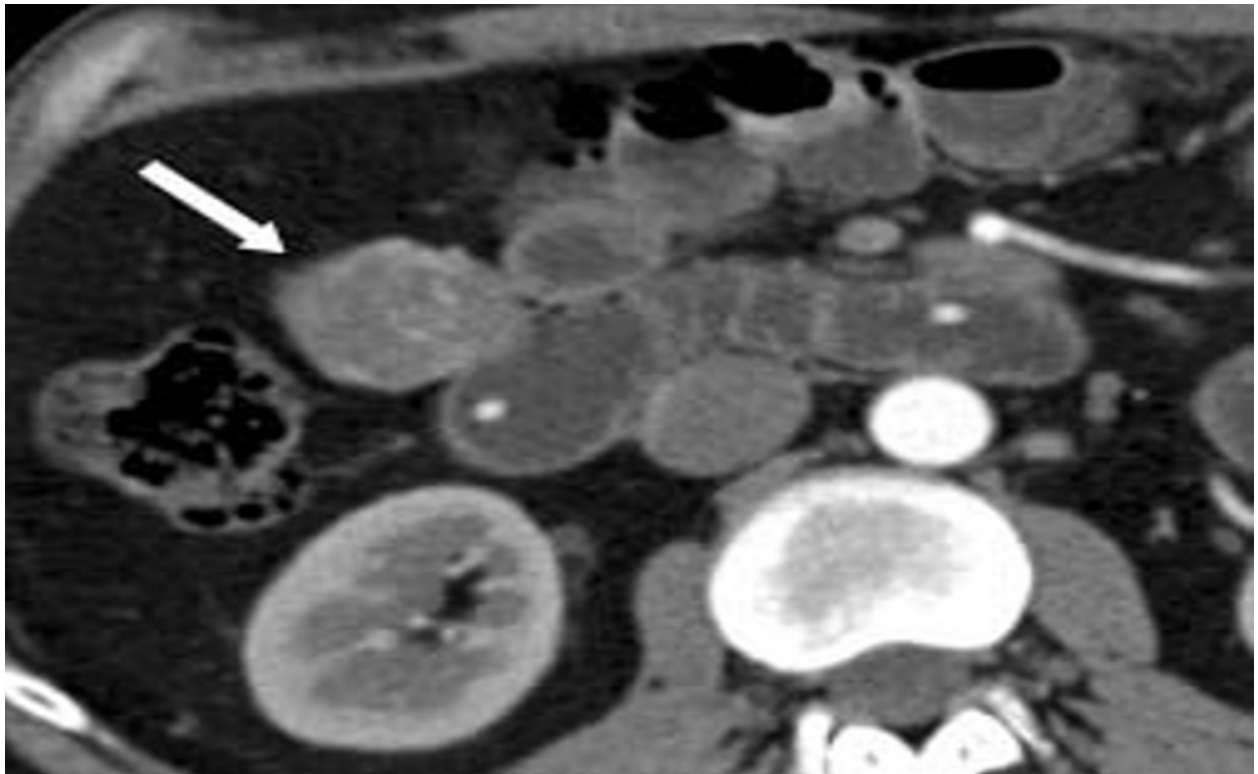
[73] A : Entéro-TDM hélicoïdale dans le plan axial révélant, au temps artériel, la présence d'une lésion tissulaire, essentiellement exoluminale
